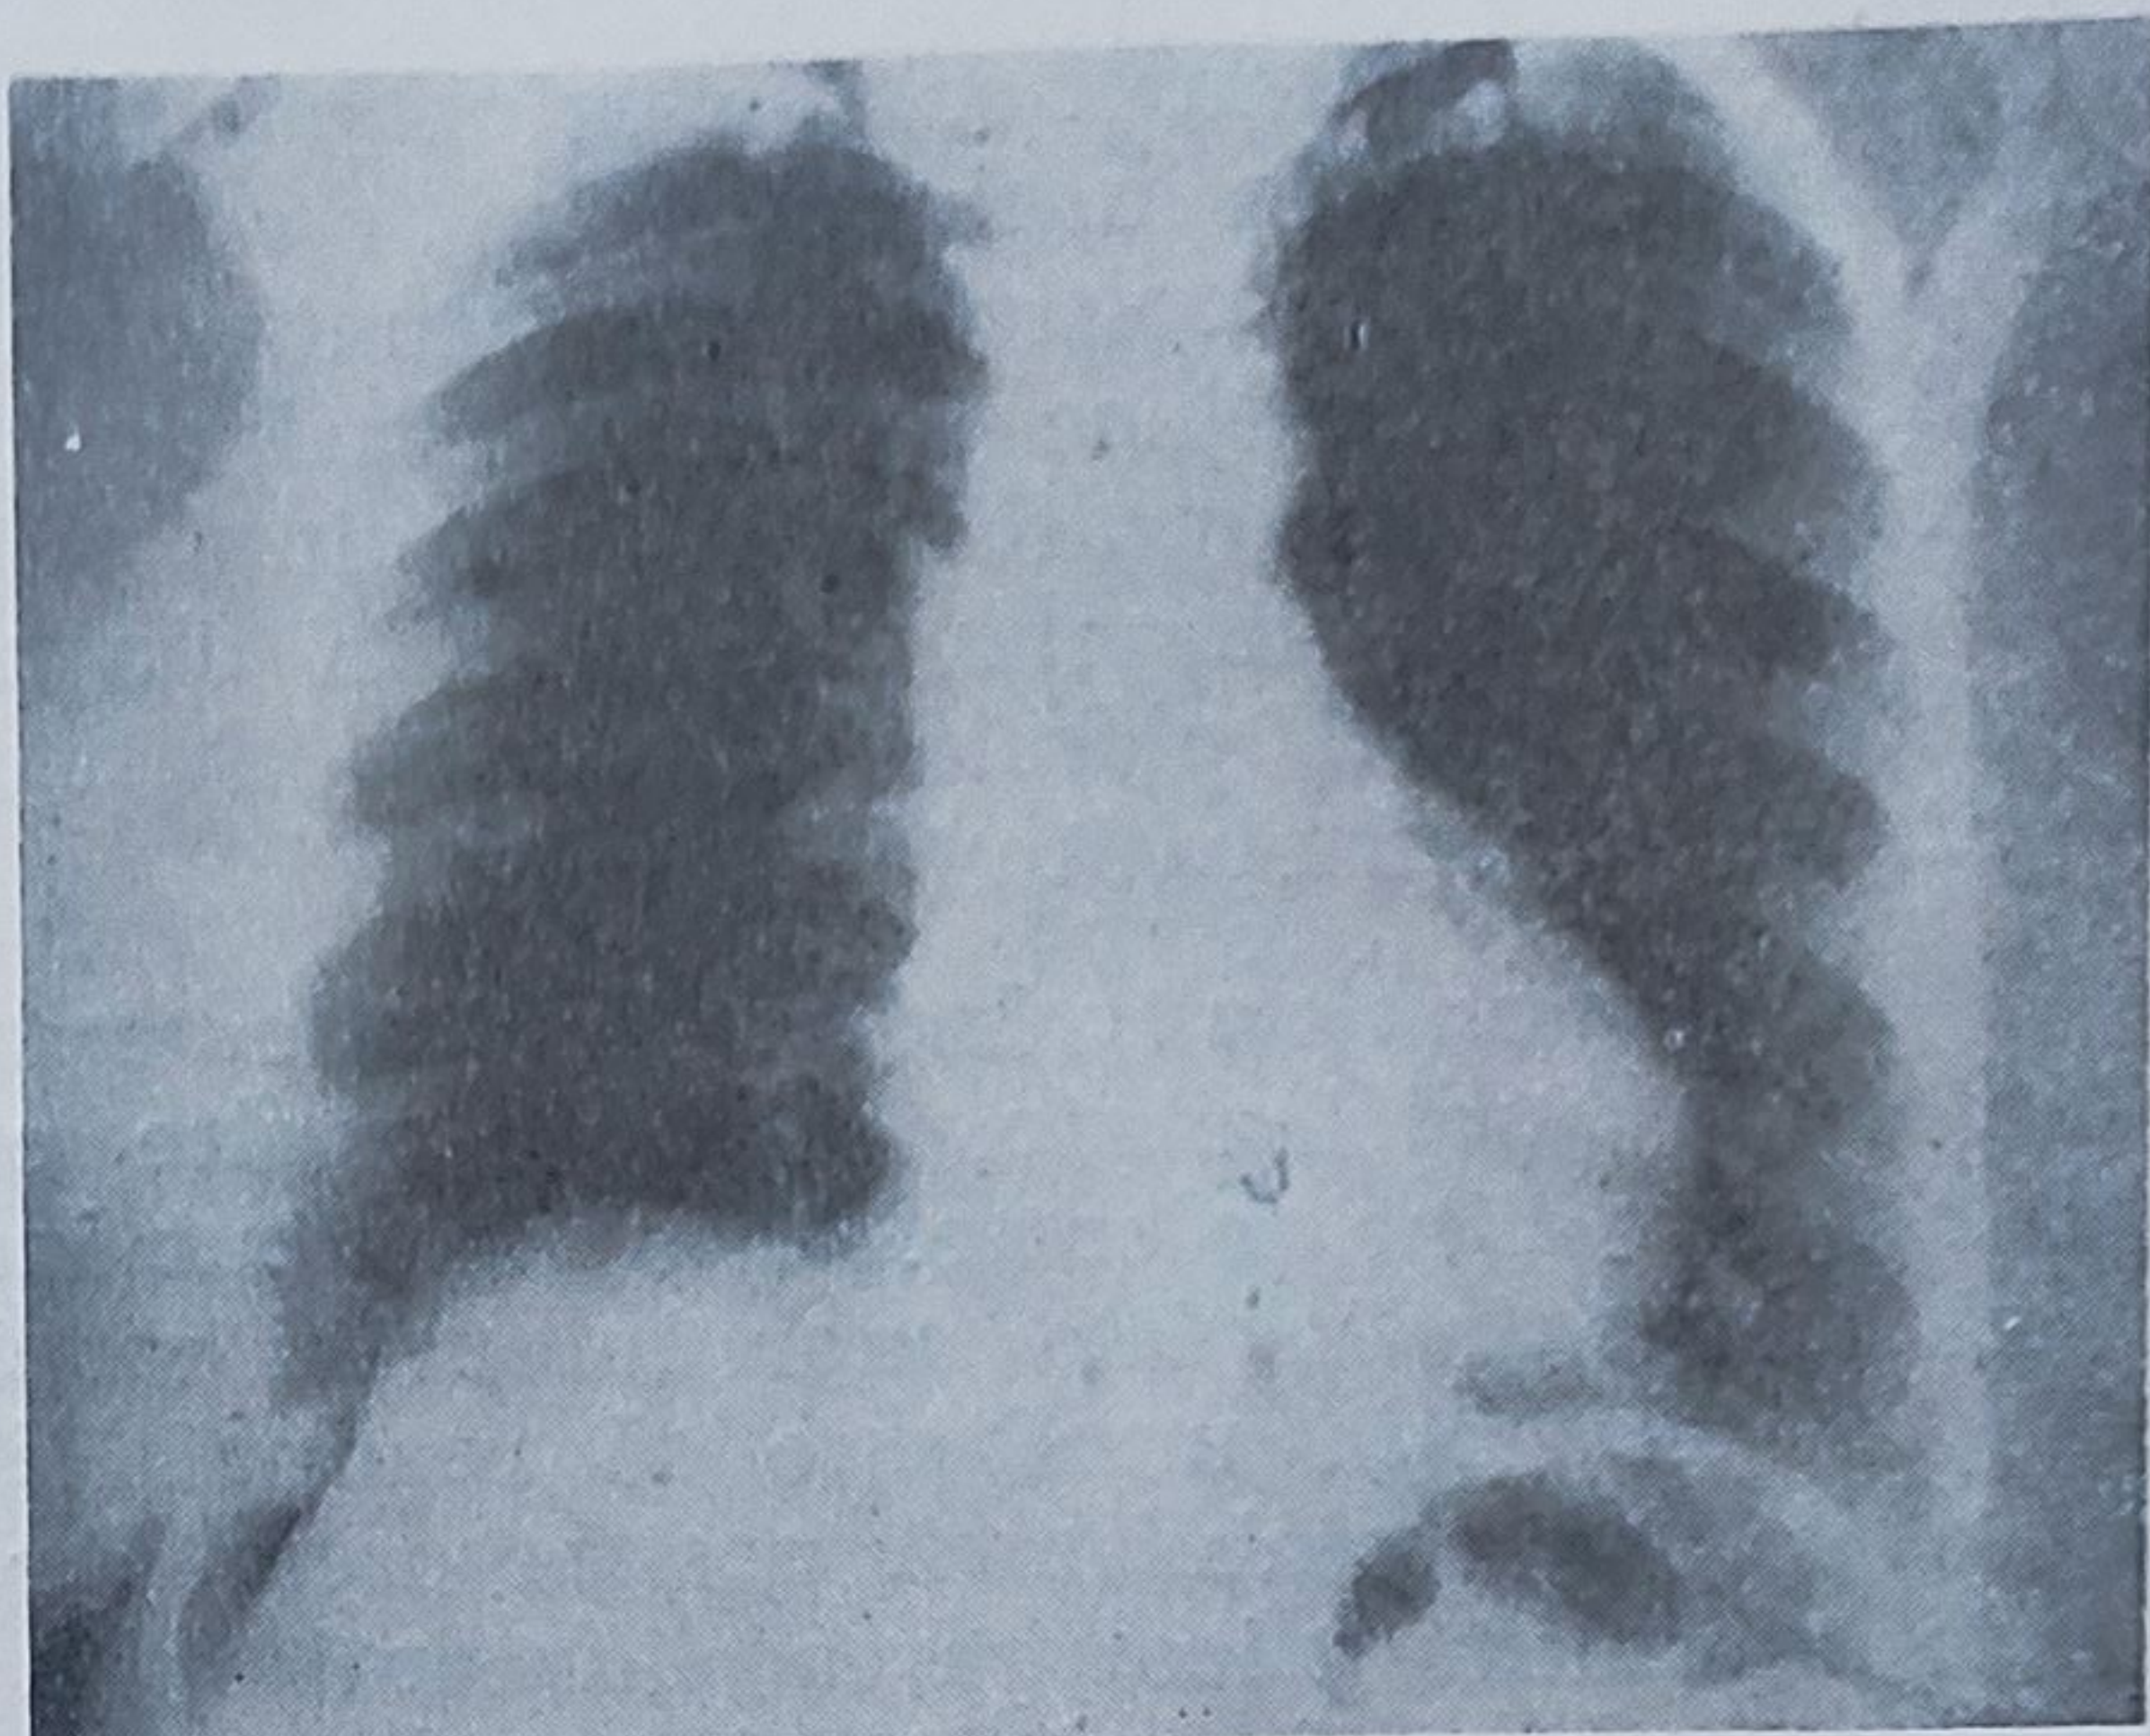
37. — Eventrație diafragmatică dreaptă circumscrișă. Pe radiografia din profil, boltirea parțială anormală este situată ventral și apare asimetrică, cu versantul ventral mai abrupt decît cel dorsal.
